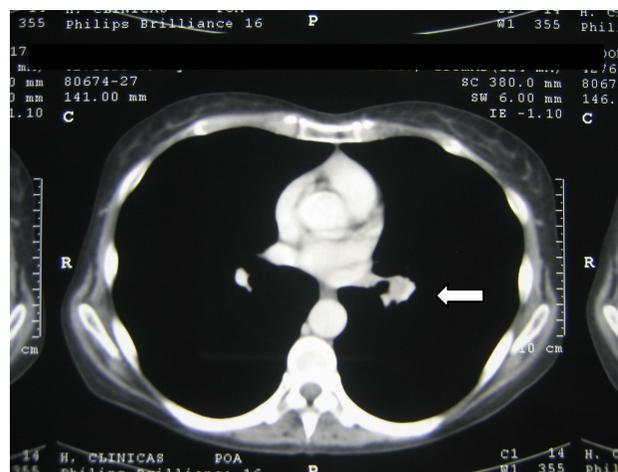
TC de tórax com nódulo de 2,4 cm próximo ao hilo esquerdo (seta).
